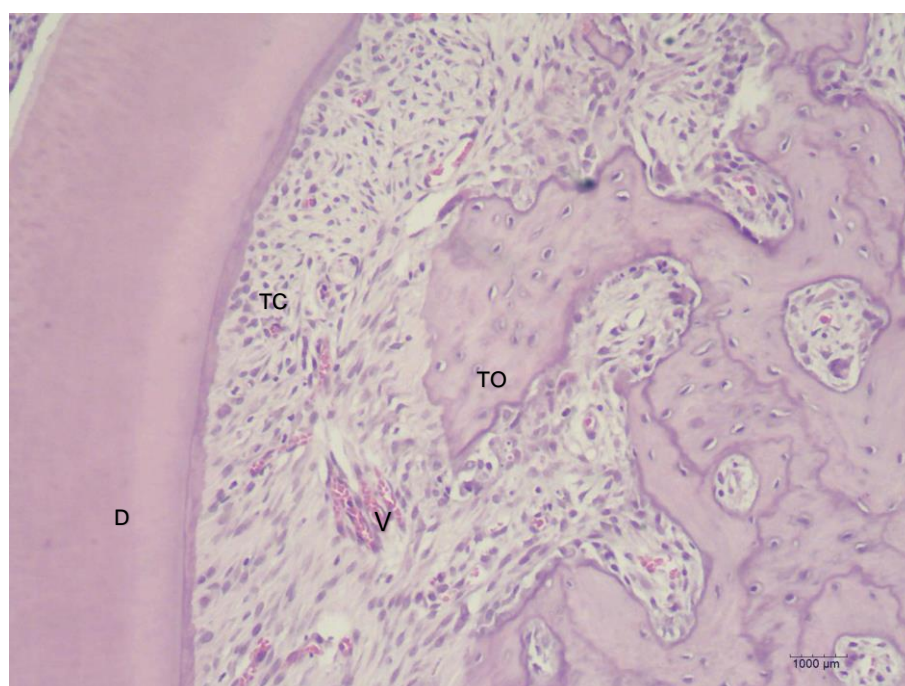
Lado de tensão do grupo 1 aos 3 dias. (D) dentina, (TC) tecido conjuntivo frouxo desorganizado, com fibroblastos ovais, (TO) tecido ósseo (V) vaso sanguíneo. (Hematoxilina & Eosina, x10).
